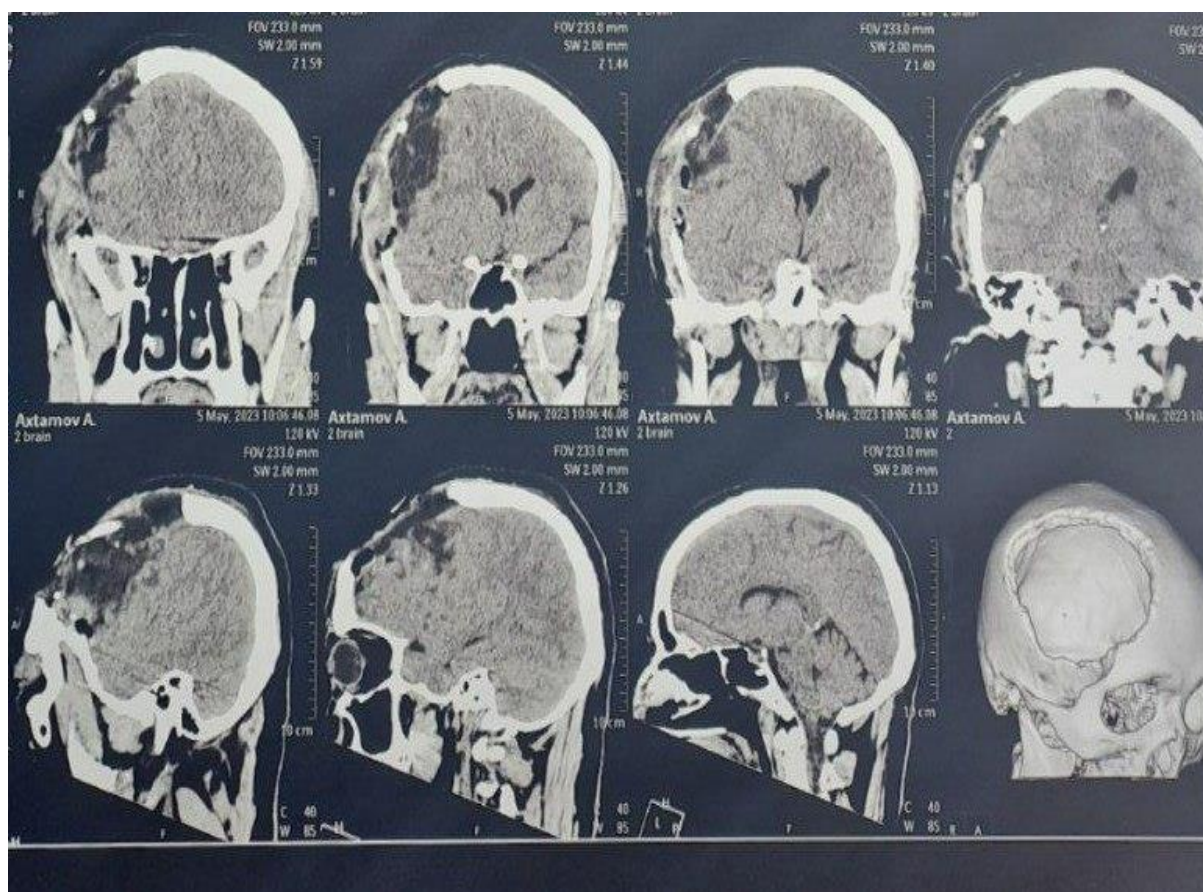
Рисунок 2С. Послеоперационная МСКТ головного мозга
